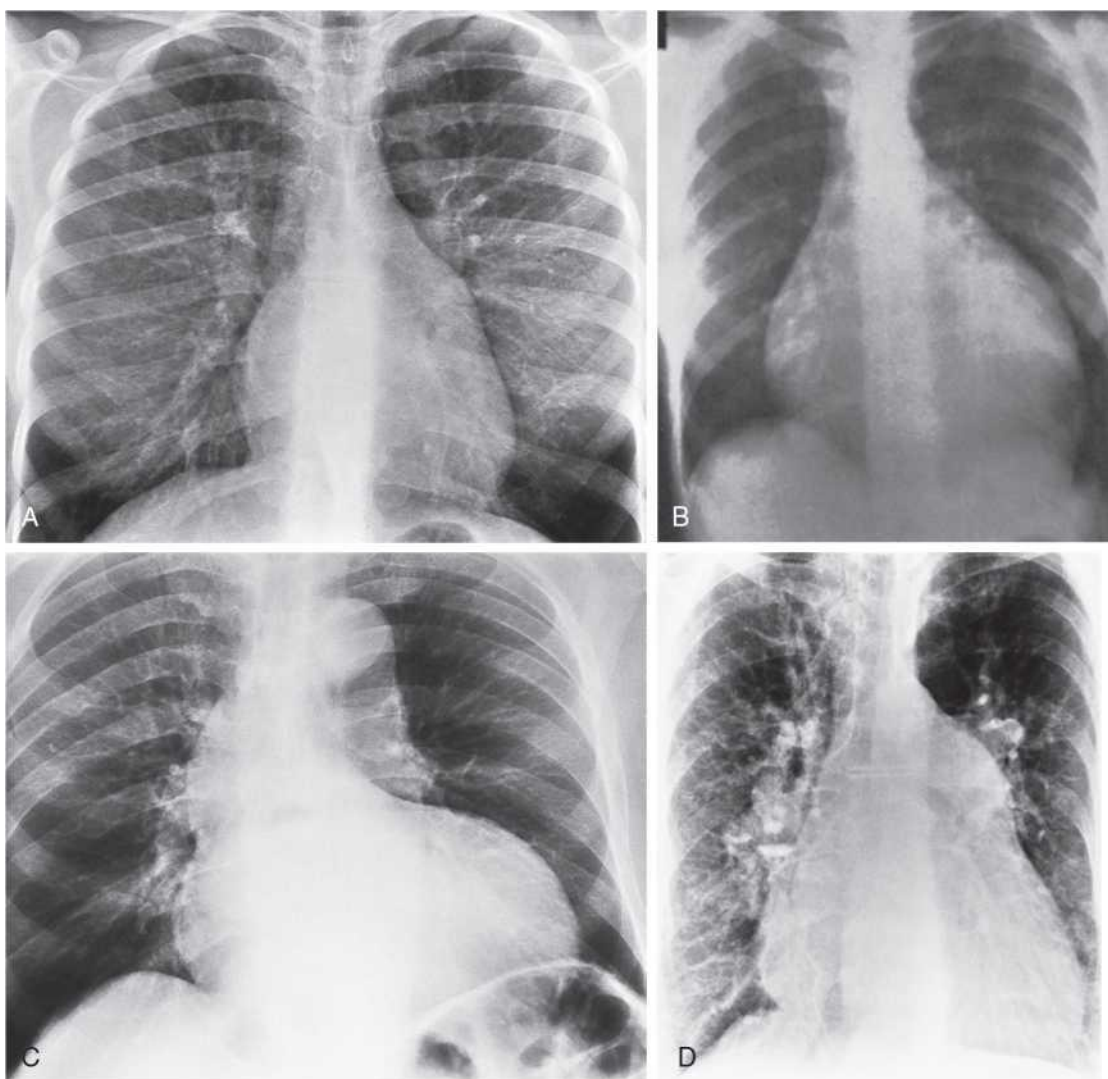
A, C, and D from Miller SW Cardiac Imaging: The Requisites. 2nd ed. Philadelphia: Elsevier; 2005. B, From Daves ML. Cardiac Roentgenology. Chicago: Year Book Publishers; 1981:470.
